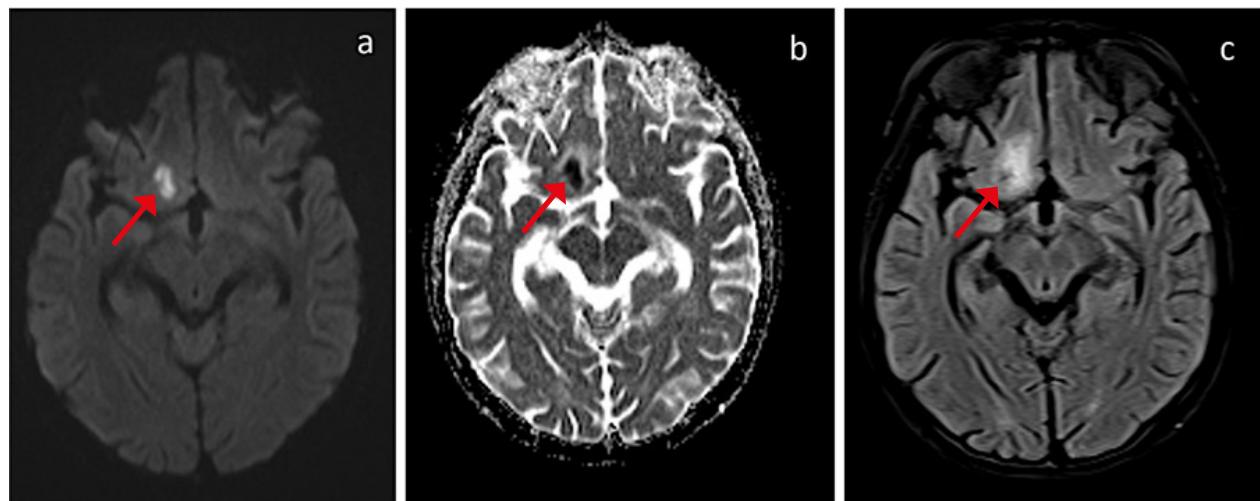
Angiorresonancia cerebral. 1a y 1b) Imágenes de resonancia cerebral en secuencias de difusión, donde se identifica la lesión frontal basal derecha que restringe la difusión. 1c) Imagen de resonancia cerebral en secuencia FLAIR, donde se identifica la lesión hiperintensa frontal derecha
